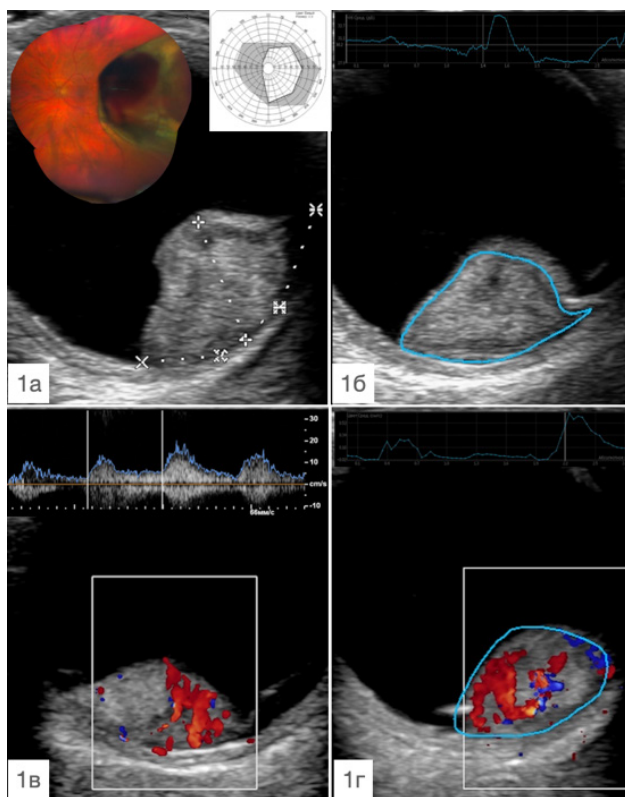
Ультразвуковая и офтальмокопическая картина левого глаза пациента П. до лечения: 1а — офтальмокопическая картина, поле зрения, УЗИ в режиме серошкального сканирования (размеры опухоли — 9 × 18 мм); 1б — ультразвуковая гистография (акустическая плотность — 33,97 дБ); 1в — УЗИ в режиме ЦДК (множественные ЦП); 1г — ультразвуковая гистография в режиме ЦДК (33,97 дБ)
